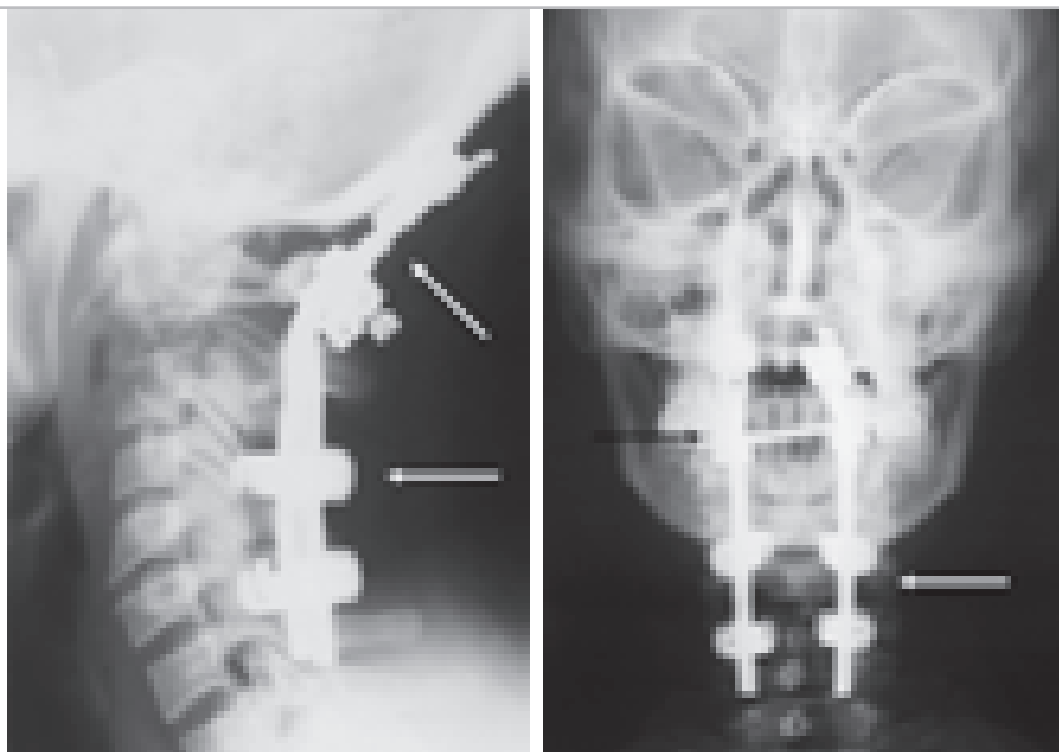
Рентгенограммы после операции – окципитоспондилодез. Положение стабилизирующей системы правильное (белые стрелки). Чёрная стрелка указывает на поперечный стабилизатор.
